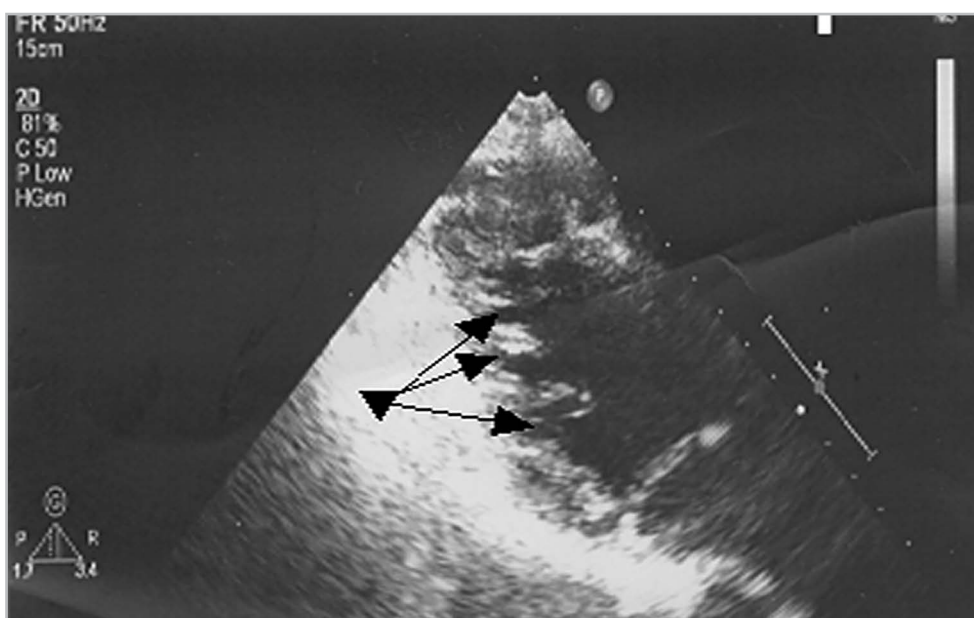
Трансторакальная эхокардиограмма. Парастеральная позиция по короткой оси, ближе к уровню верхушки: повышенная трабекулярность миокарда левого желудочка с межтрабекулярными карманами (указано стрелками)
